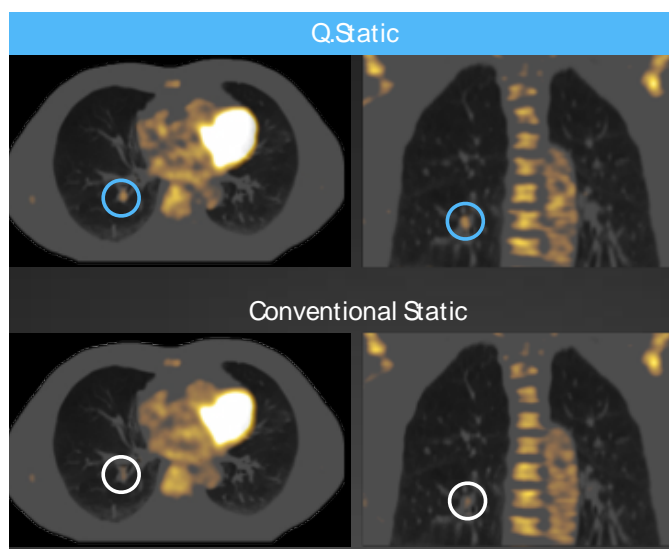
Q.Static revela SUVmax=2,3 g/mL, demonstrando claramente um nódulo ávido em ¹⁸F-FDG no pulmão direito. Estática convencional revela SUVmax=1,8 g/mL. Assim, a correção do movimento com Q.Static conduz a uma medição SUV da lesão mais precisa.
